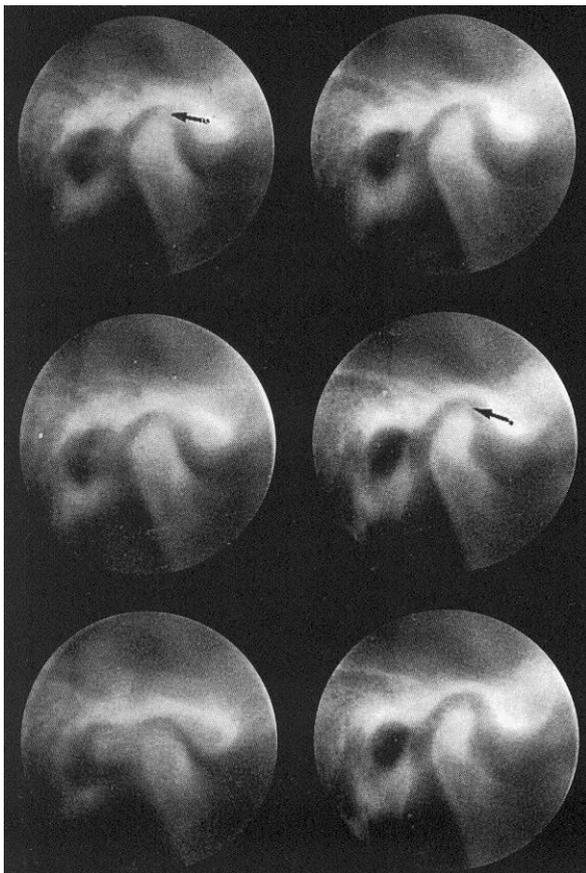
Politomografia dell'ATM con tagli topografici eseguiti a 2 mm di distanza l'uno dall'altro. In alcuni tagli si osserva una calcificazione del menisco (freccia).
